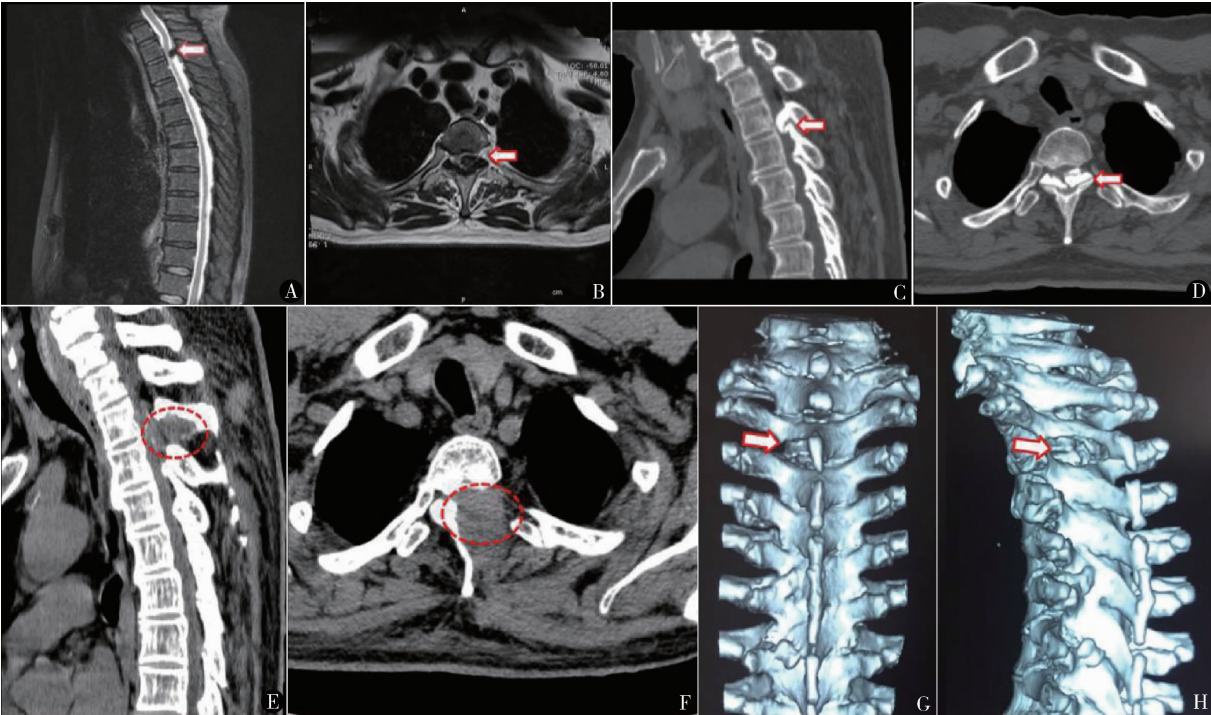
术前 MRI(A、B)和 CT(C、D)显示 T_{2/3}节段双侧黄韧带骨化,左侧为重,胸椎管狭窄,胸脊髓受压明显,术后 1 周二维 CT(E、F)和三维 CT(G、H)显示 T_{2/3}水平左侧椎板缺如,左侧骨化的黄韧带基本切除,T_{2/3}节段胸髓未见明显压迫
